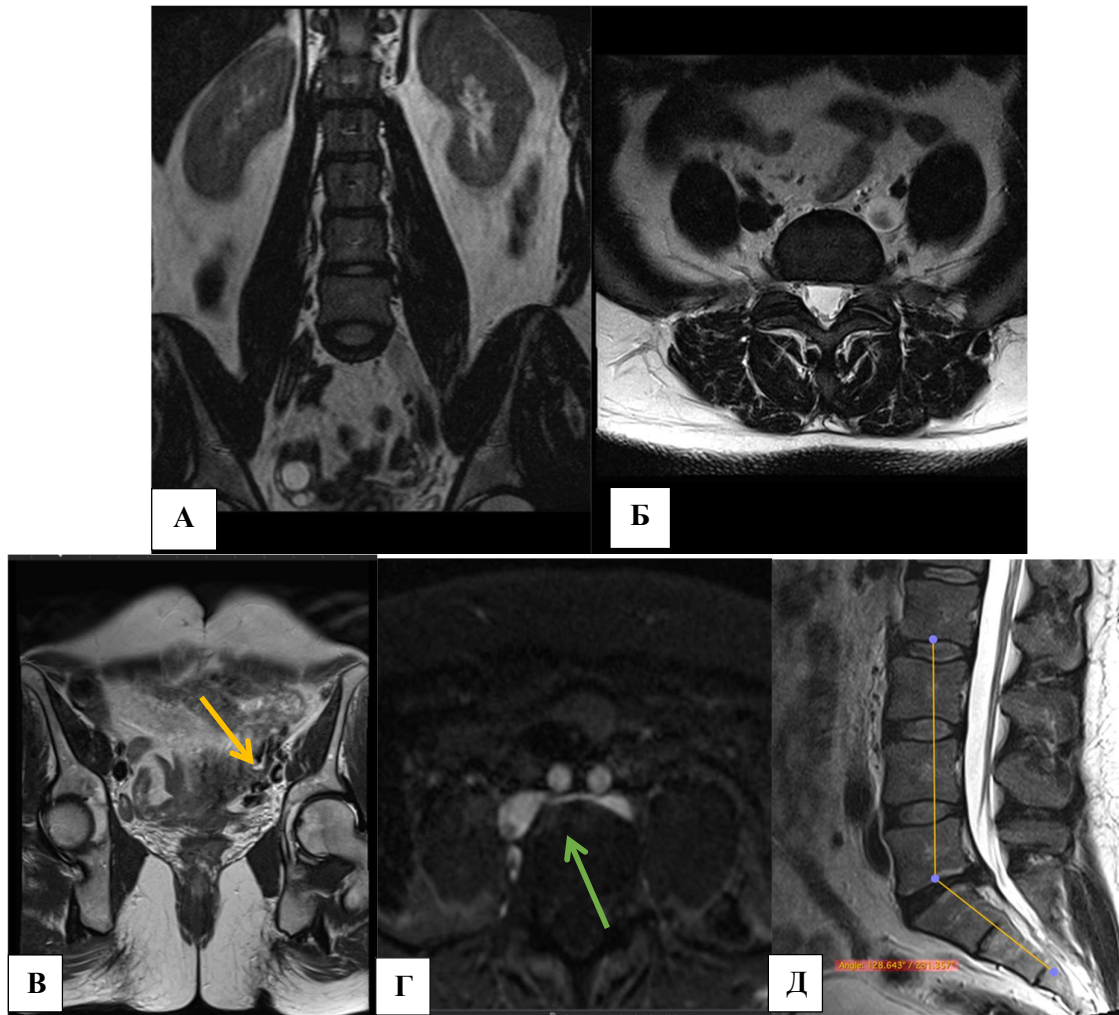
МР-томограммы. Синдром May-Thurner. А) T2 ВИ, корональная плоскость; Б) T2 ВИ, аксиальная плоскость; В) T2 ВИ, косокорональная плоскость; Г) МР-флебография TOD, «сырые» данные. Определяются варикозно расширенные вены в параметрии слева (желтая стрелка). Признаки компрессии левой общей подвздошной вены (зеленая стрелка) правой внутренней подвздошной артерией. Д) измерение угла пояснично-крестцового сочленения.
